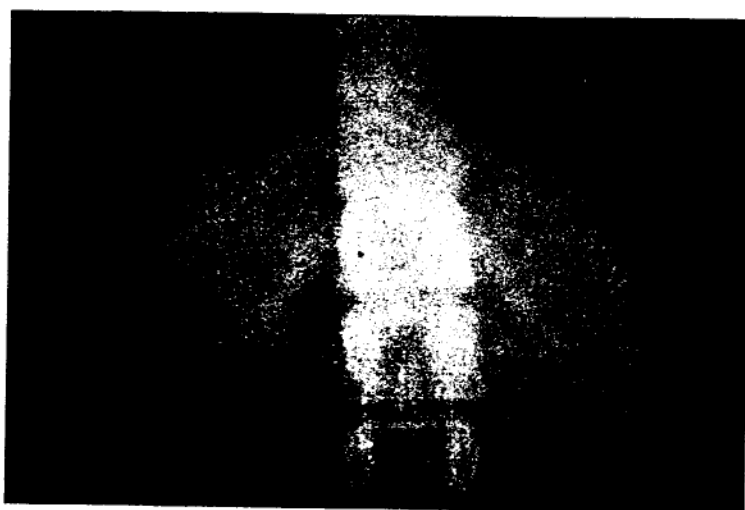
Tomografia plană în timpul nefrografic al urografiei facilitează aprecierea conturilor renale
